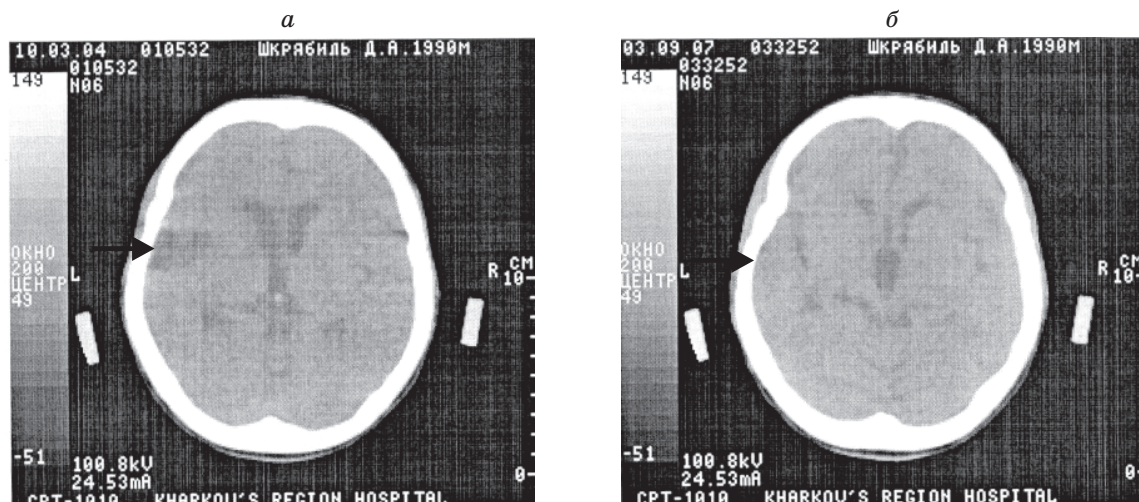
КТ головного мозга больного Ш. до (а) и через 4 года после лечения (б). Стрелкой указано место локализации контузионного очага в левой лобно-височной области
